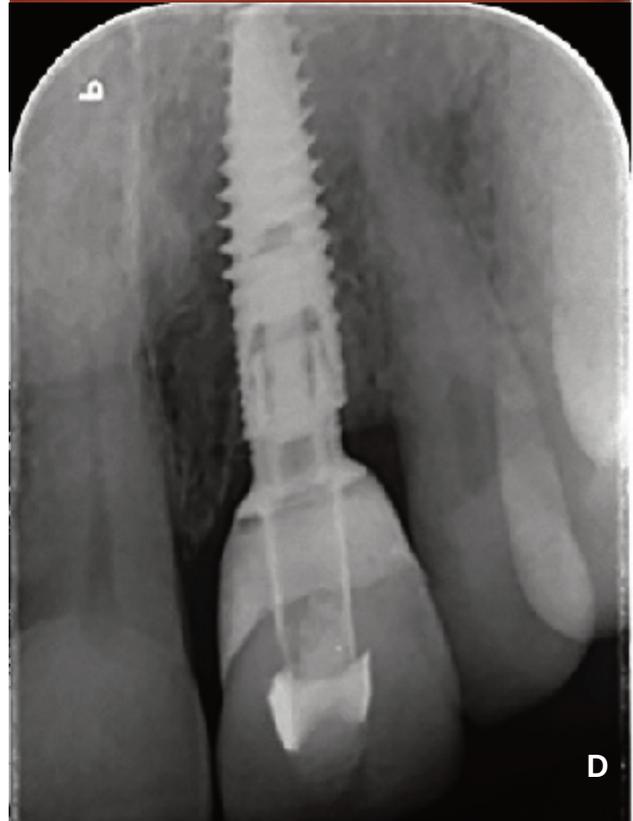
Tras cuatro meses de cicatrización; a) vista frontal, b) vista oclusal, c) vista lateral, d) radiografía periapical.
